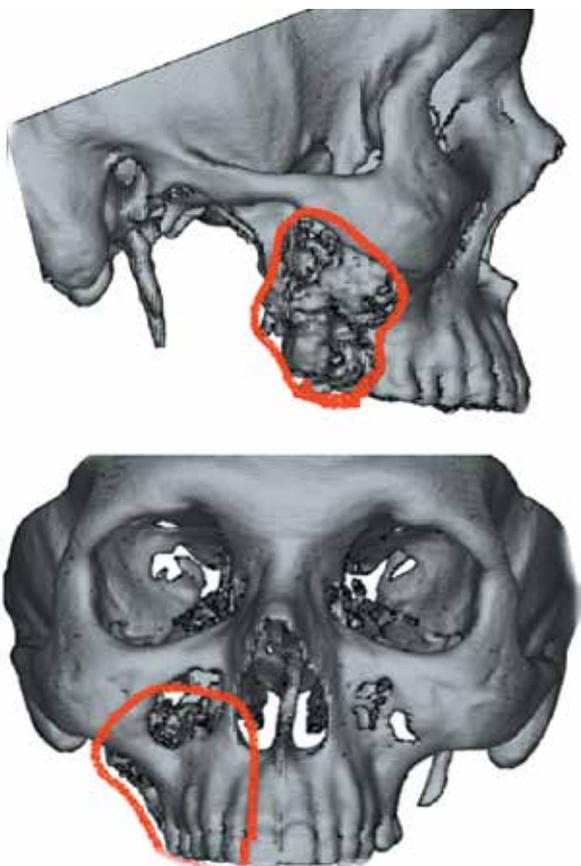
Компьютерная томография, трехмерная реконструкция лицевого отдела черепа с предоперационной разметкой (красный контур)
